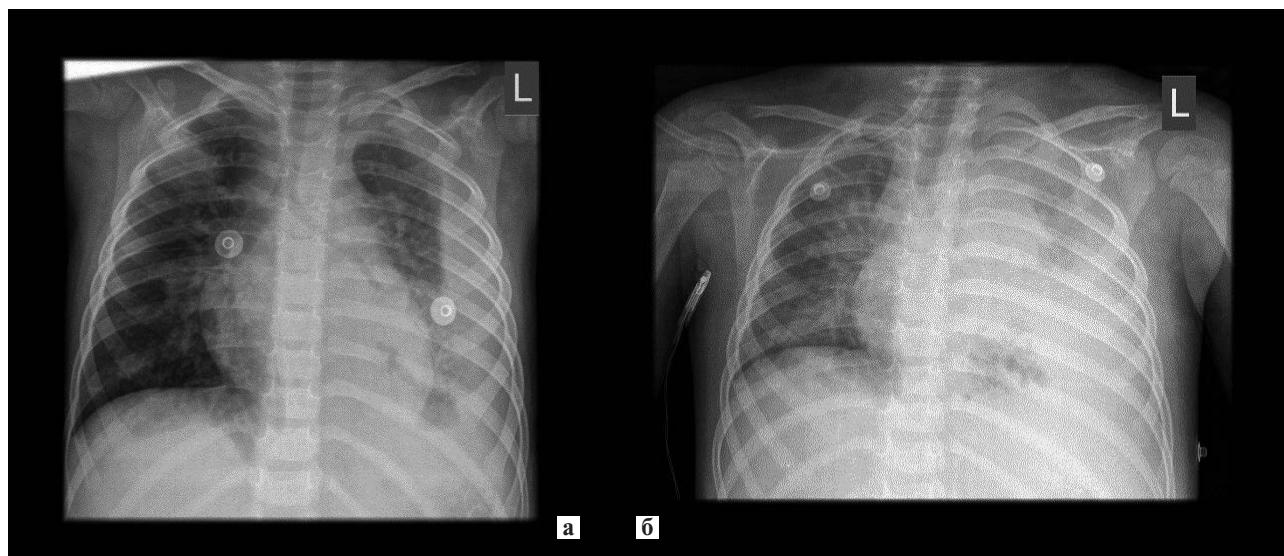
Рентгенография органов грудной клетки: очагово-сливная пневмония слева, очаговая пневмония в верхней доле справа; гидроторакс слева (а); отрицательная динамика: нарастание зоны поражения очагово-сливной пневмонии слева с появлением участков деструкции (б).
